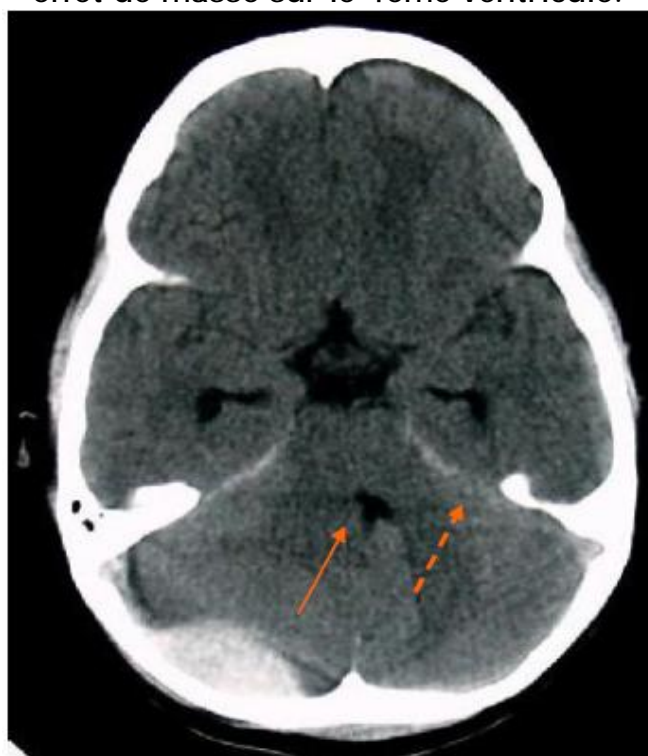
TDM cérébrale en coupe axiale, fenêtre parenchymateuse, montrant un HED de la fosse cérébrale postérieure, cérébelleux droit, exerçant un effet de masse sur le 4ème ventricule (flèche pleine) avec hémorragie méningée associée (flèche en pointillé).
